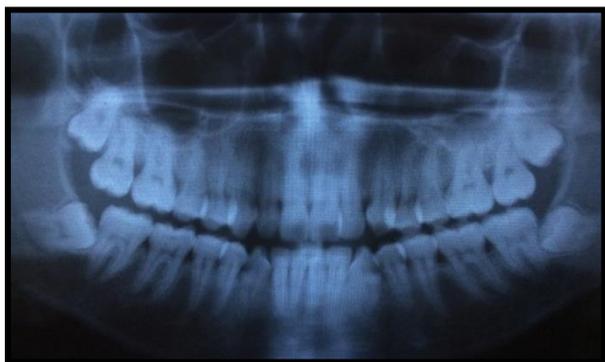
Radiografia Panorâmica convencional. Fonte: Autor.
